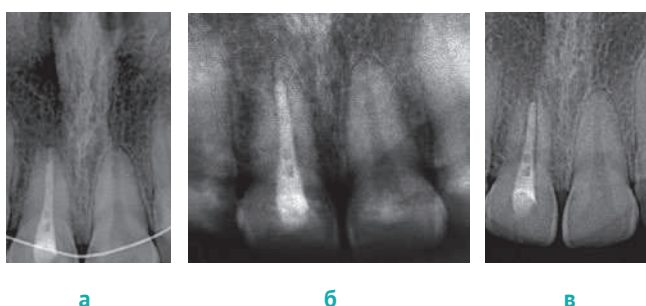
Прицельные внутриротовые рентгенограммы зуба 1.1 в контрольные сроки наблюдения: а) через 1 месяц, б) через 6 месяцев, в) через 1 год
